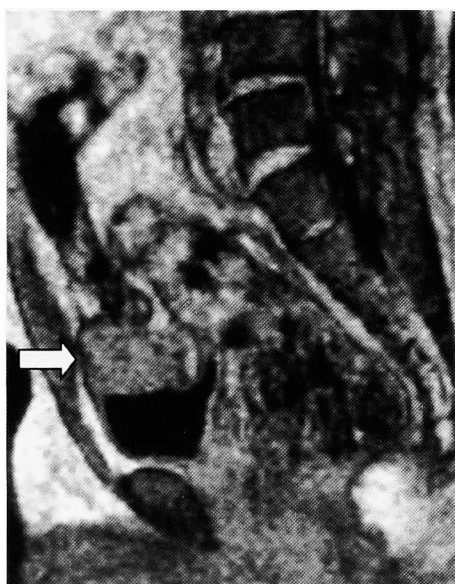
MRI on T1 weighed (sagittal view) shows a tumor posterosuperior to vesical dome with predominantly muscular involvement (arrow).
